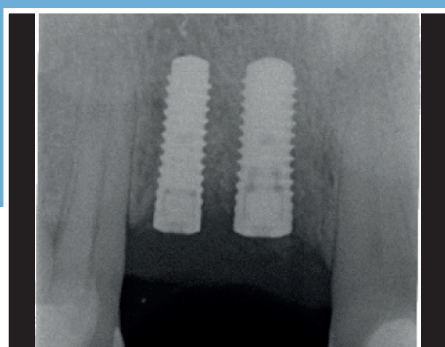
Radiografía intraoral al final del posicionamiento del implante.
